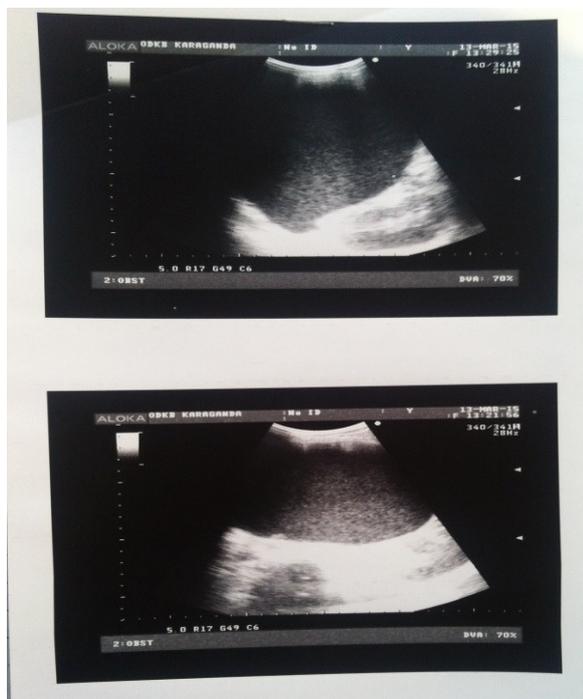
УЗИ: объемное образование брюшной полости пациентки А.
